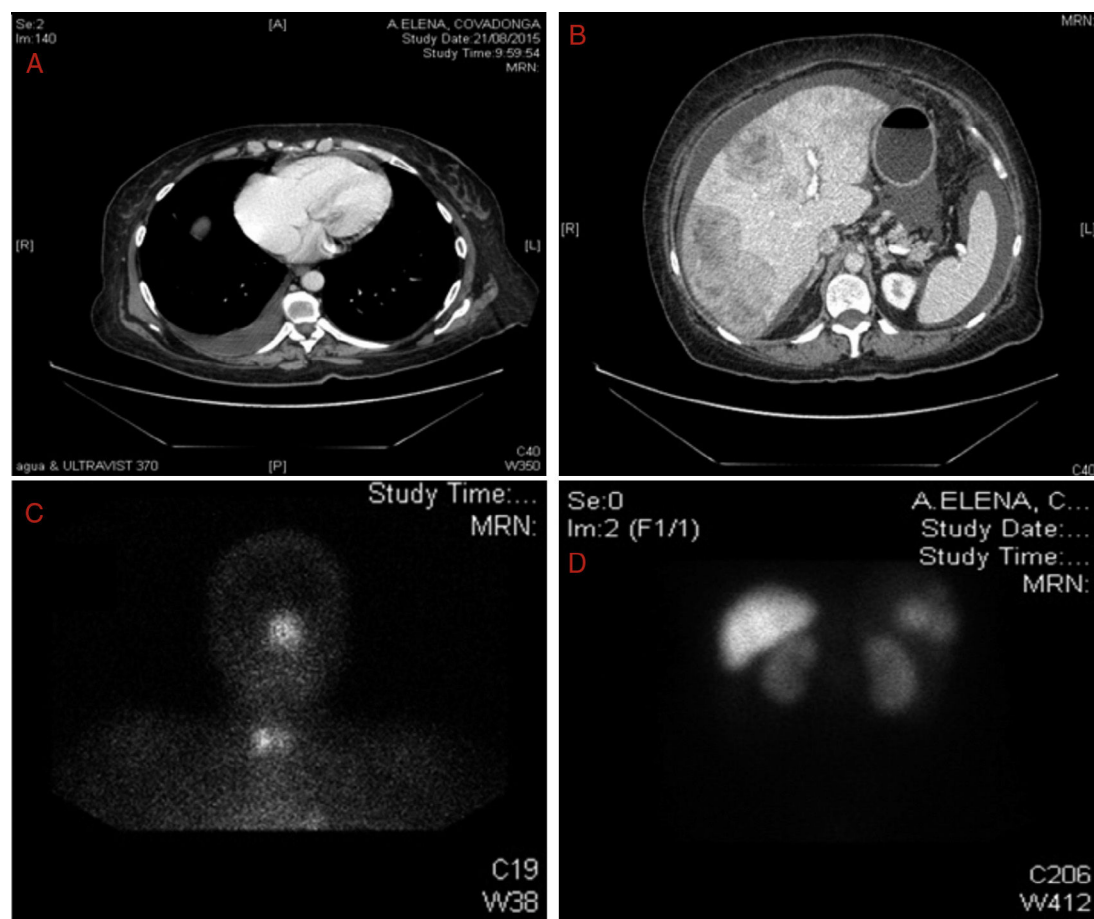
A-B: Imagen de tomografía computarizada. Figura 2A: a nivel de tórax con derrame pleural derecho. Figura 2B: a nivel abdominal, hígado con múltiples imágenes de metástasis y ascitis. Figuras 2 C-D: imagen de octreoscan en el que se evidencia captación patológica en cornete nasal izquierdo y lóbulo tiroideo derecho. Figura 2C: adenopatías hiliares pulmonares. Figura 2D: focos hipercaptantes asociados a sobreexpresión de receptores de somatostatina en hígado.
